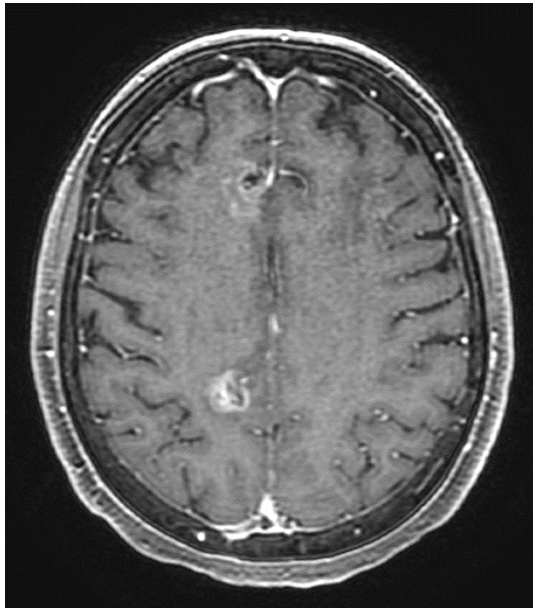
Axial brain magnetic resonance imaging (MRI) before osimertinib rechallenge.
